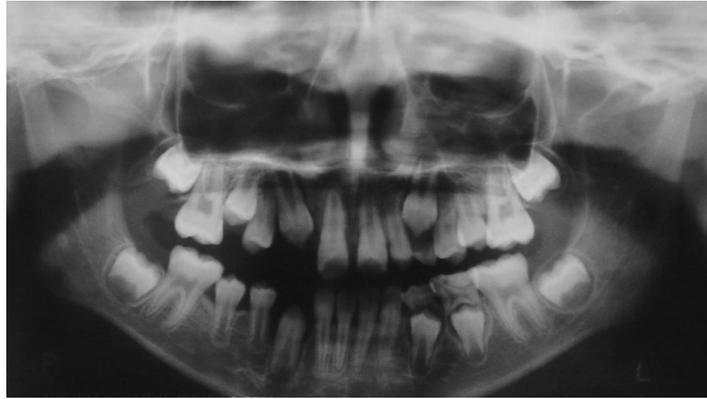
(A) - Radiografia panorâmica inicial
